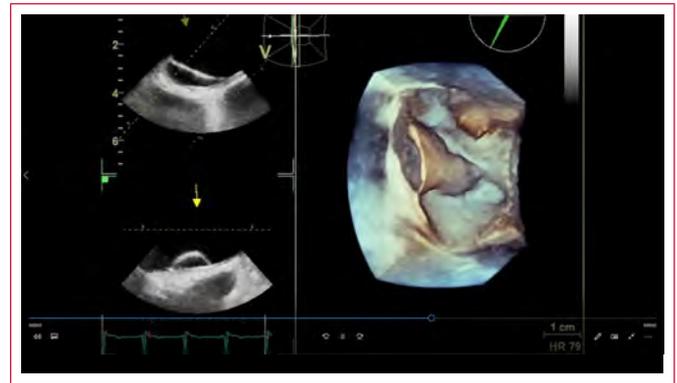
ETE, aproximación bicaval a 90°, donde se observa una CAI sin flujo Doppler en su interior
